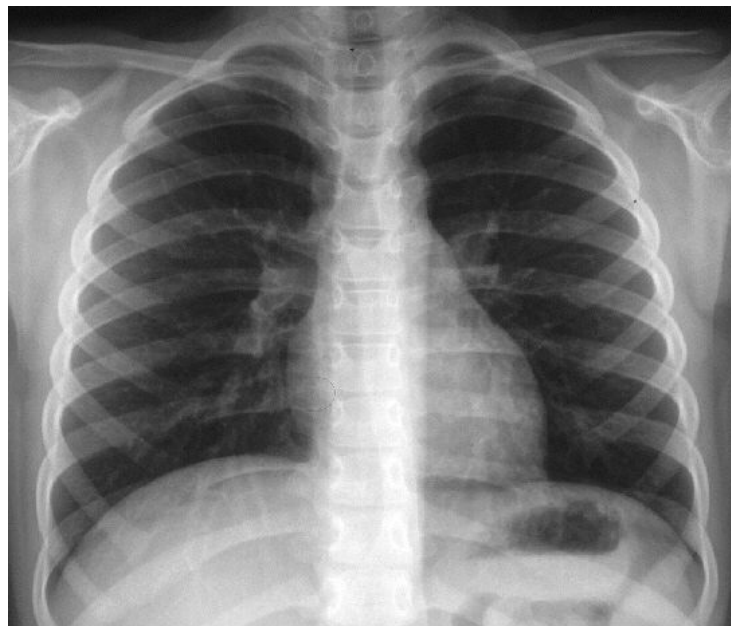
La radiographie thoracique initiale est normale.
